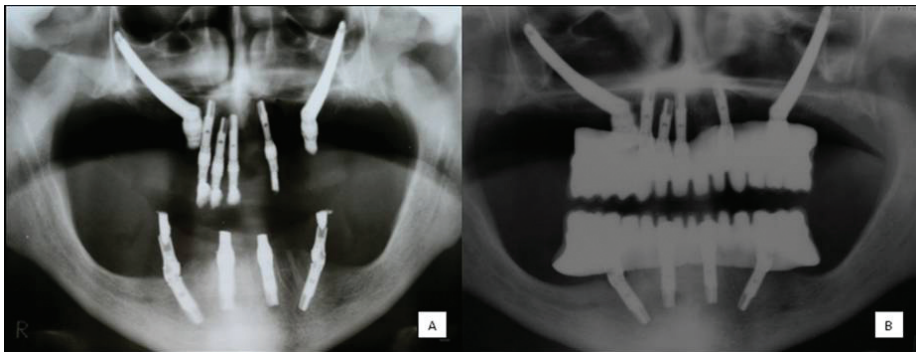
Ortopantomografia de controlo após reabilitação mandibular pela técnica "All-on-Four"
